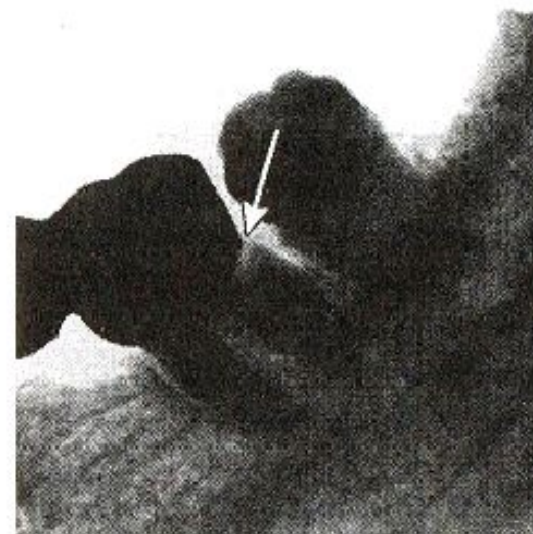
Внутриротовая периапикальная рентгенограмма. Кариес под искусственной коронкой 36.
